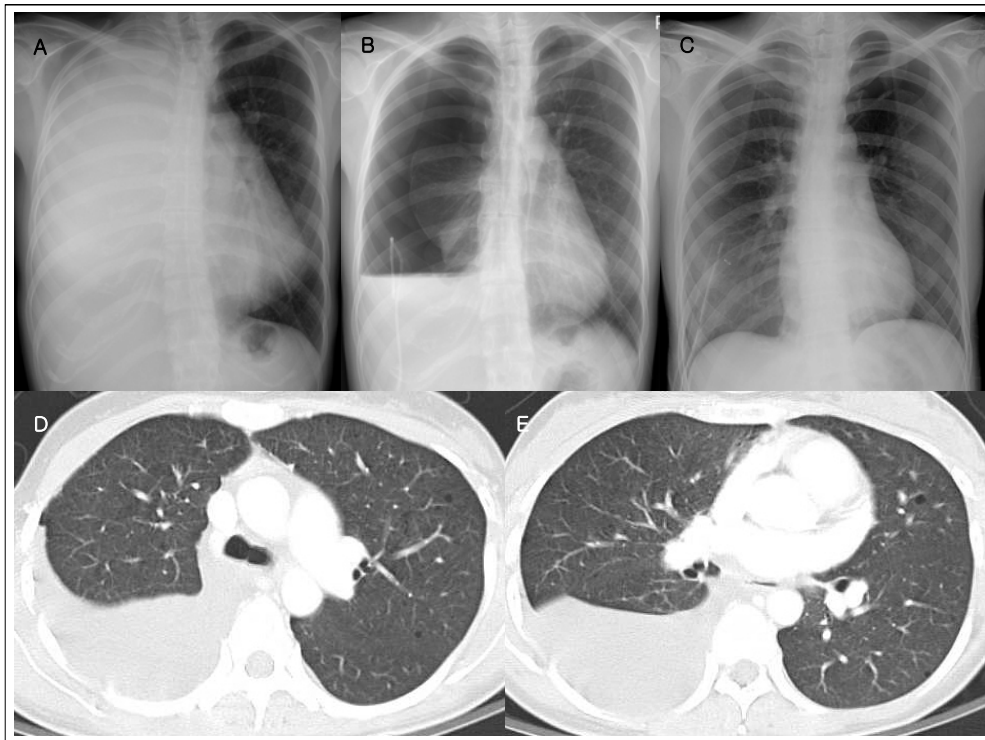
The chest radiograph obtained at 1st hospitalization day displays total haziness of right whole lung field and mild mediastinal deviation to the left hemithorax, suggesting large amount of pleural effusion (A). The chest radiograph obtained on the 3rd hospitalization day displays right pneumothorax. The amount of pleural effusion was considerably decreased after catheter drainage (B). The chest radiograph obtained on the 5th hospitalization day displays bilateral pneumothoraces. The right pleural effusion is nearly resolved (C). The chest CT scan with lung window setting shows multiple, uniform and variable-sized, small cysts with thin and regular wall in both lungs (D,E).
